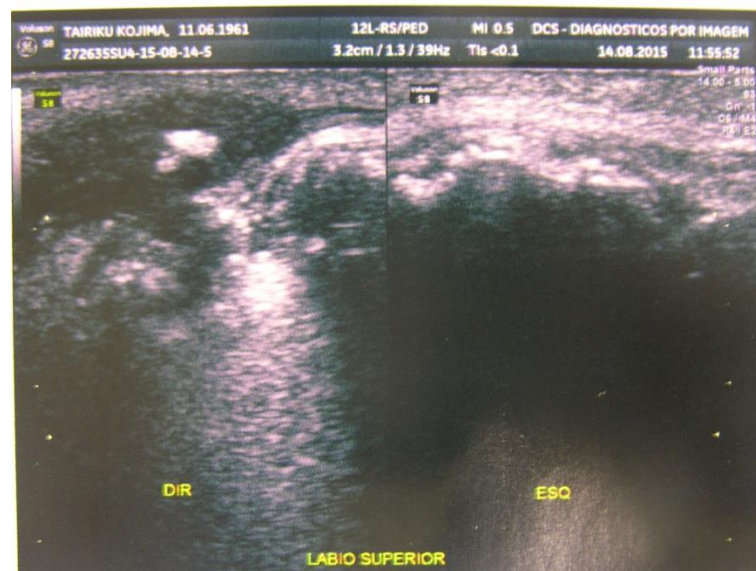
Ultrassonografia da região do lábio superior.
